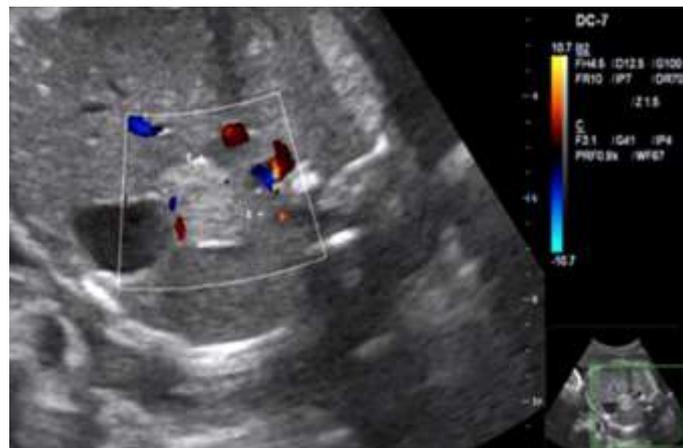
Ecografía Doppler color. No se constata flujo.
